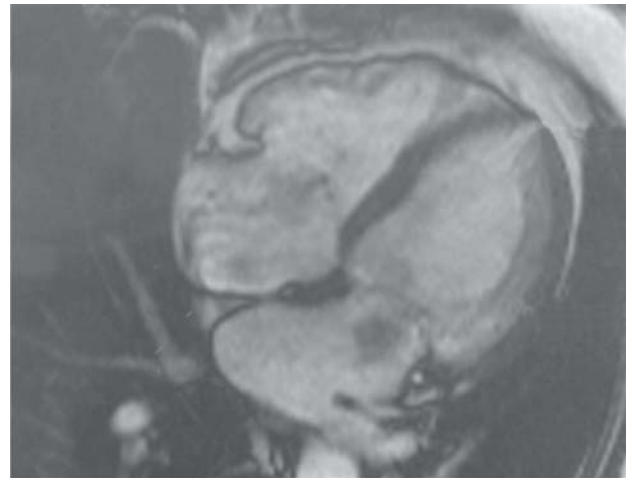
Resonancia magnética cardiovascular: normal.
